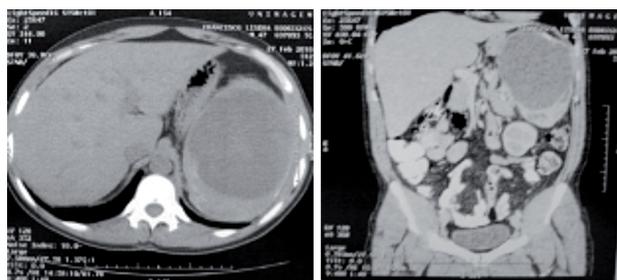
tomografia de abdome e pelve demonstrando abscesso esplênico.
